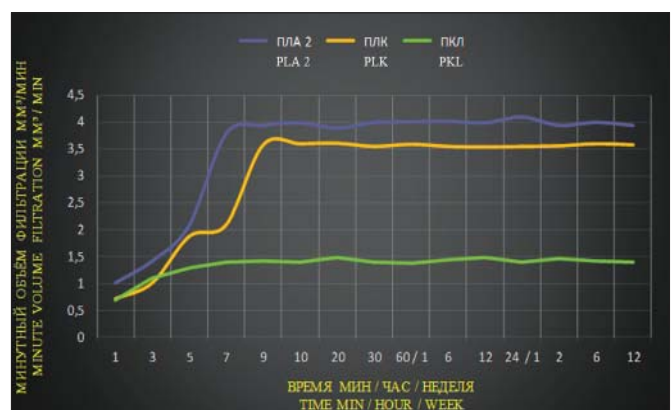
Динамика изменений минутного объема фильтрации у различных типов дренажей при постоянных значениях перфузионного давления ($P = 15$ мм рт. ст.) на протяжении 12 нед.
